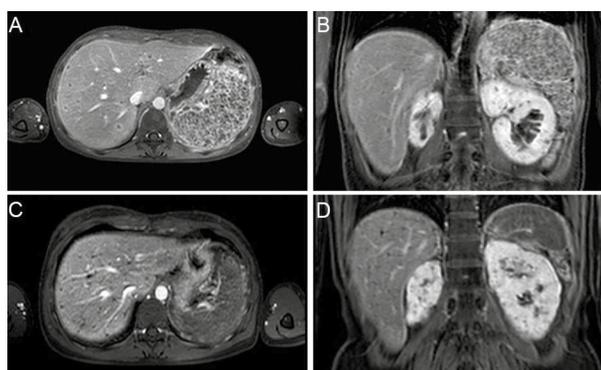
Resonancia magnética abdominopélvica en fase portal, con lesiones visibles en hígado, bazo y riñones. A) Corte axial, al diagnóstico. B) Corte coronal, al diagnóstico. C) Corte axial, control un año después del diagnóstico. D) Corte coronal, control un año después del diagnóstico
